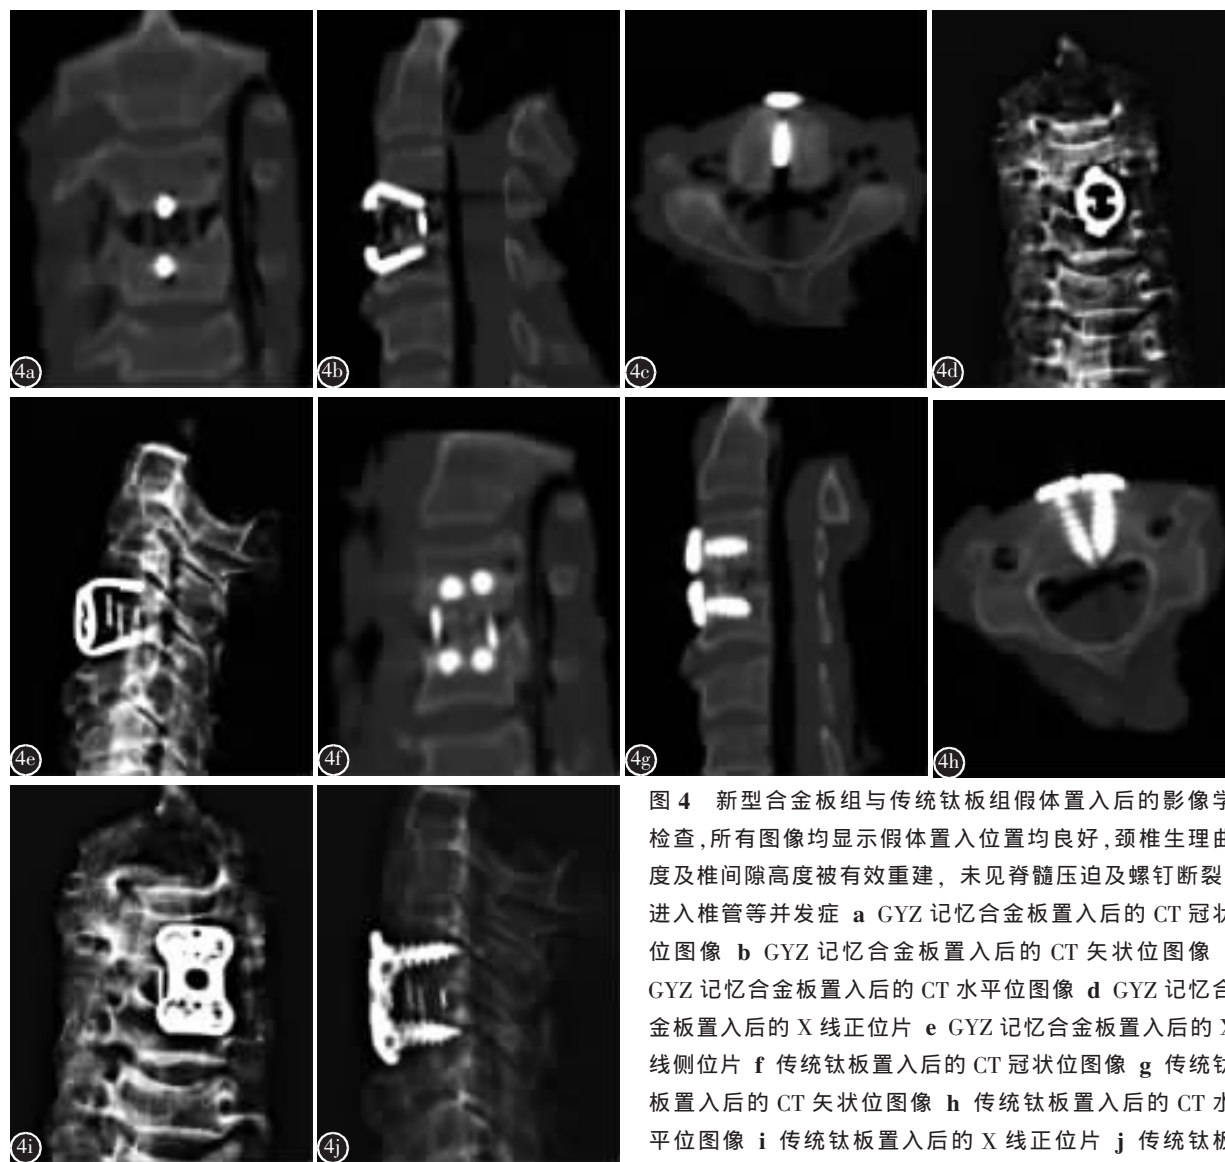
新型合金板组与传统钛板组假体置入后的影像学检查,所有图像均显示假体置入位置均良好,颈椎生理曲度及椎间隙高度被有效重建,未见脊髓压迫及螺钉断裂、进入椎管等并发症 a GYZ 记忆合金板置入后的 CT 冠状位图像 b GYZ 记忆合金板置入后的 CT 矢状位图像 c GYZ 记忆合金板置入后的 CT 水平位图像 d GYZ 记忆合金板置入后的 X 线正位片 e GYZ 记忆合金板置入后的 X 线侧位片 f 传统钛板置入后的 CT 冠状位图像 g 传统钛板置入后的 CT 矢状位图像 h 传统钛板置入后的 CT 水平位图像 i 传统钛板置入后的 X 线正位片 j 传统钛板置入后的 X 线侧位片
